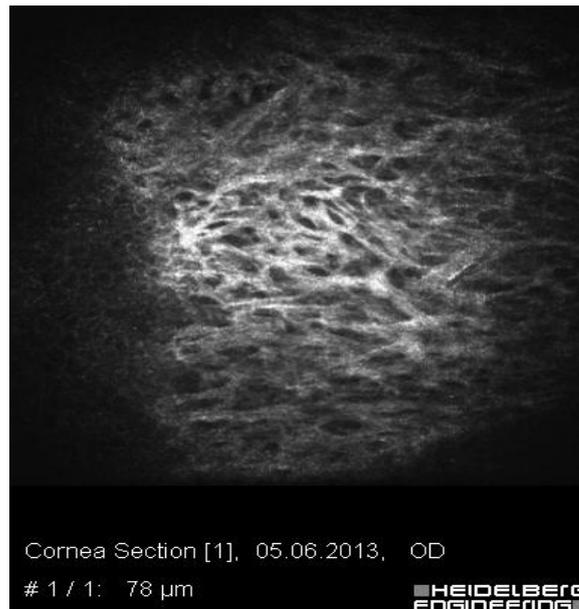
Пациентка Б., 50 л., конфокальная томография ФП через 1 год после проведения антиглаукоматозной операции. Микрокисты в эпителии конъюнктивы свидетельствуют о наличии фильтрации
